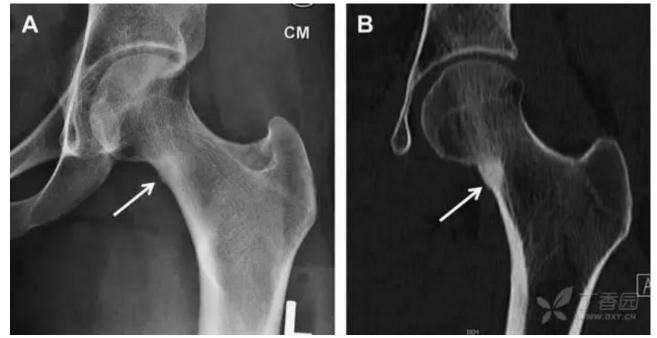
长跑运动员股骨颈应力性骨折。X 片(A)和冠状位 CT 多维重建(B)图像示穿过股骨颈内侧皮质中的透亮区(箭头),周围硬化。骨折垂直于皮质
